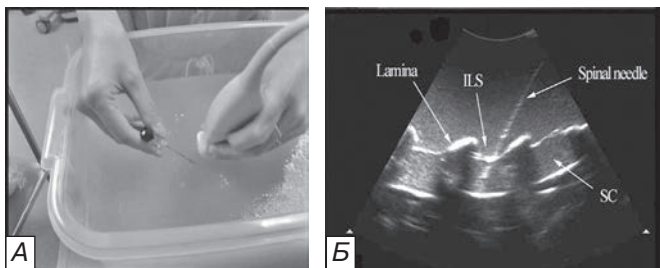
А — отработка техники поясничной нейроаксиальной блокады с помощью желатин-агарового фантома поясничного отдела позвоночника. В — соответствующий скан УЗИ в сагиттальной парамедианной плоскости. Lamina — дуга позвонка, ILS — междужковый промежуток, Spinal needle — спиальная игла, SC — позвоночный канал.
